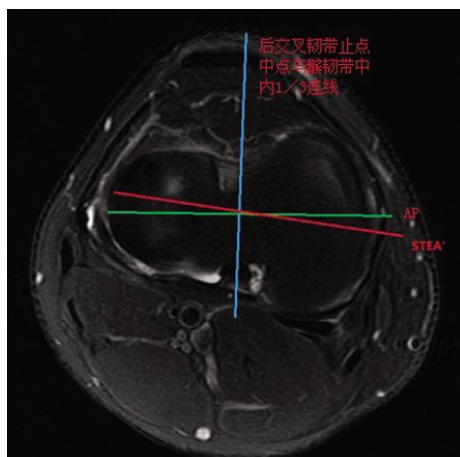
STEA 投射在胫骨侧 MRI 横断面图像上 STEA'。在胫骨侧 MRI 横断面图像标记后交叉韧带止点中点与髌韧带中内 1/3 连线及其垂线 AP, 测量 AP 和 STEA' 的夹角
